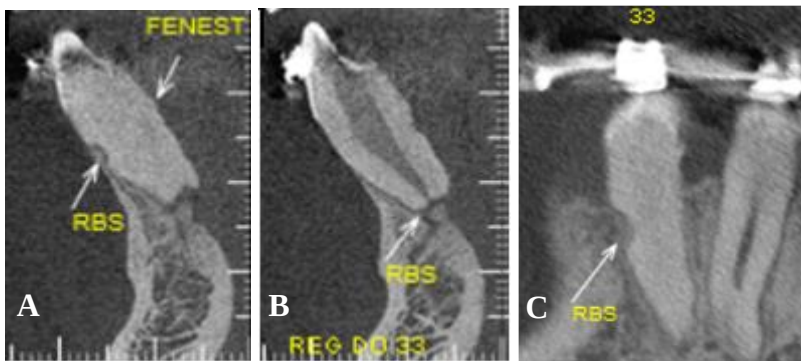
Imagens da tomografia computadorizada cone beam do dente 33. A) Imagem de corte sagital do exame com seta inidicando reabsorção na região anterior do dente.B) Imagem de corte sagital. A seta está apontando, o que o radiologista sem saber da caso clínico, entende por reabsorção, entretando se trata da apicectomia realizada. C) Corte coronal do exame. A seta está indicando na imagem do exame tomográfico, área de reabsorção que ainda não houve o reparo.
